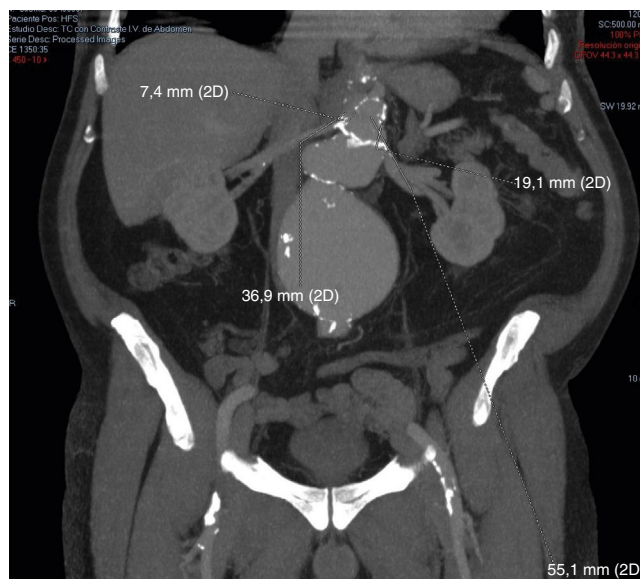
Angio-TC de aorta abdominal (corte axial). Corte axial de la aorta abdominal, con morfología tortuosa y ateromatosa. Se evidencian 2 aneurismas, uno al nivel de la aorta suprarenal y otro al nivel de la aorta infrarenal. A nivel diafragmático la aorta mide aproximadamente 36 mm de eje transversal, alcanzando al nivel suprarenal un diámetro máximo de aproximadamente 55×41 mm (eje transversal y anteroposterior respectivamente). El de la aorta infrarenal mide aproximadamente $81,5 \times 80$ mm (eje transversal y anteroposterior respectivamente).
